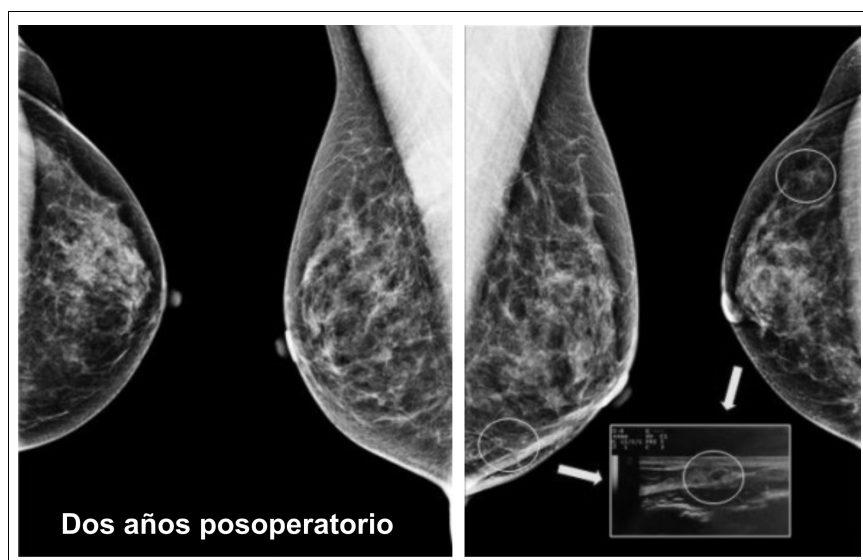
Mamografía digital y ecografía de la paciente del caso de la Figura 20 a dos años posoperatorio mostrando la reparación de la pérdida de volumen mamario en cuadrantes inferiores de mama izquierda sin secuela de imagenología.
